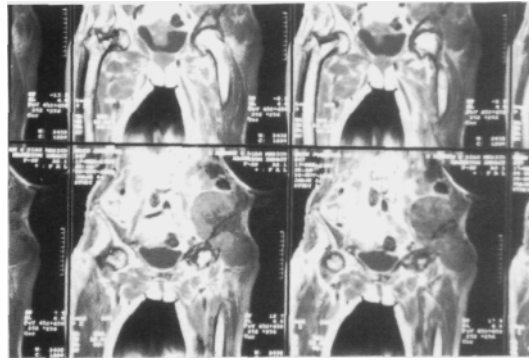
RMN TI (28/11/94) (cortes frontales).
